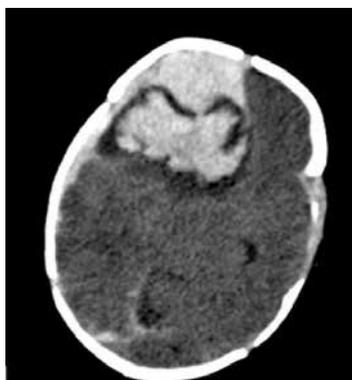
Компьютерная томограмма головного мозга: правосторонняя полушарная листовидная субдуральная гематома. Гематома правой лобной доли с поперечной дислокацией
